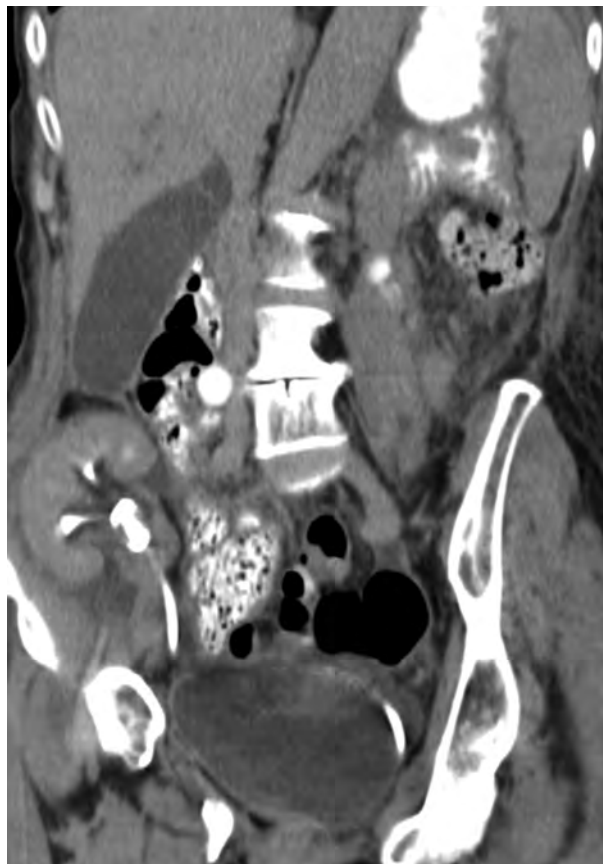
МСКТ-скан: послеоперационный контроль – реплантированная почка в правой подвздошной ямке (фронтальный срез).
